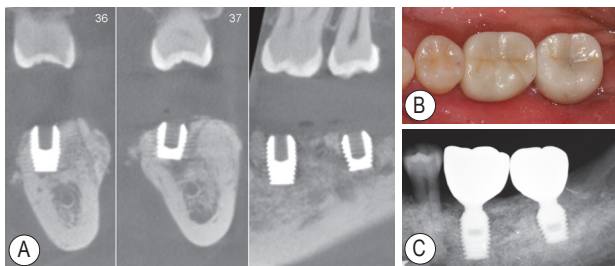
种植手术后6个月放射线检查及口内照 A: 戴牙前锥形束CT; B: 戴牙后殆面观; C: 戴牙后根尖放射线片
